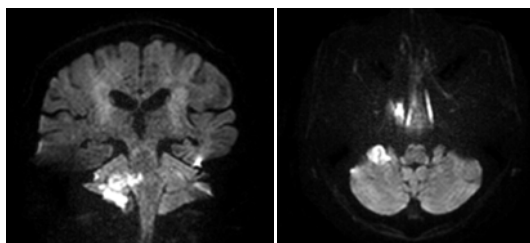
2016.05.05 Brain diffusion-weighted magnetic resonance imaging.
